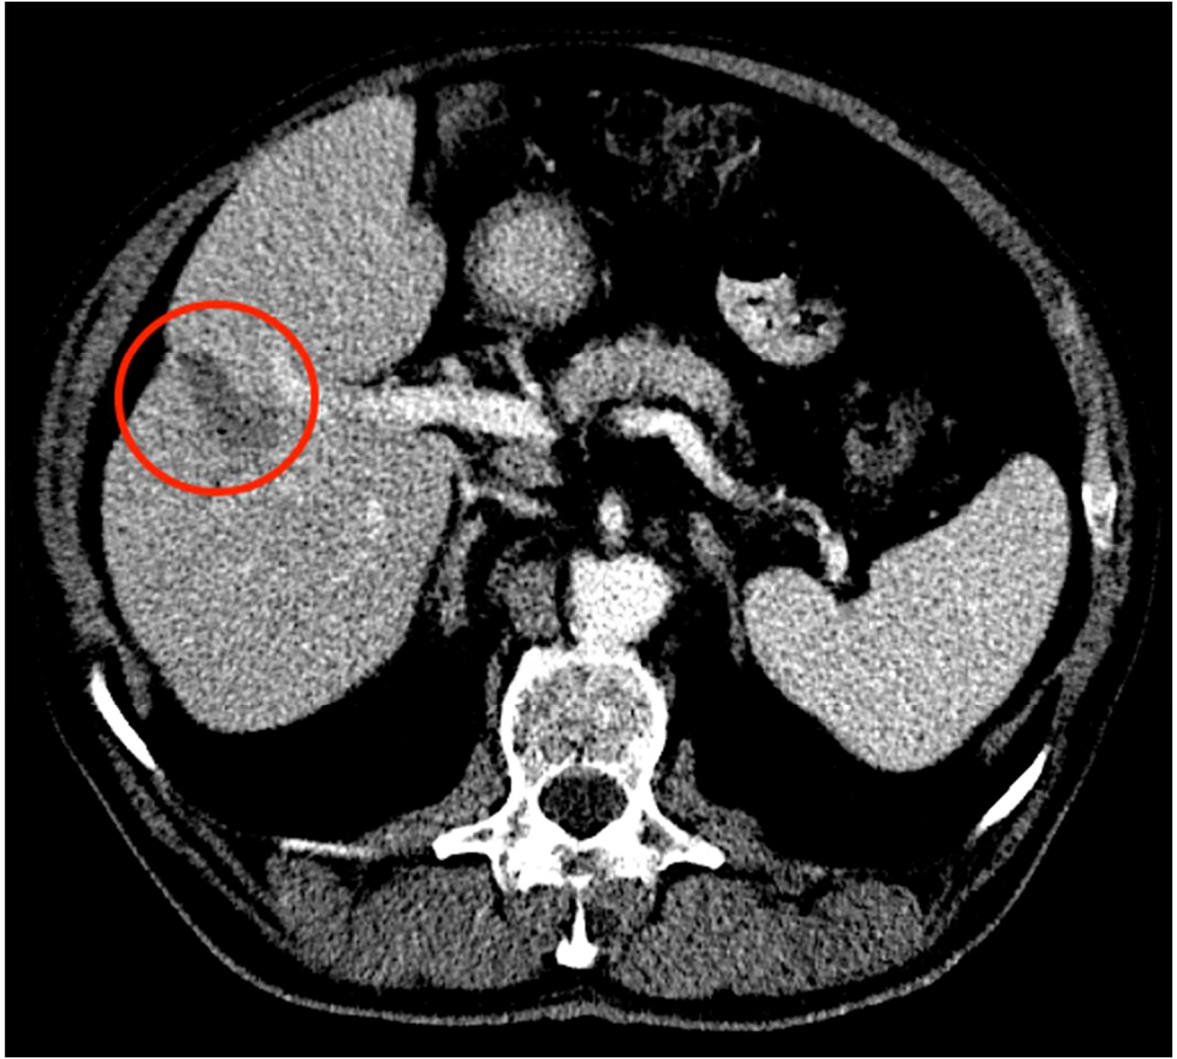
CT 静脈相の軸断面、RF の 5~4 年後の肝臓セグメントの変化（赤い丸-RF 後の変化の領域）。
